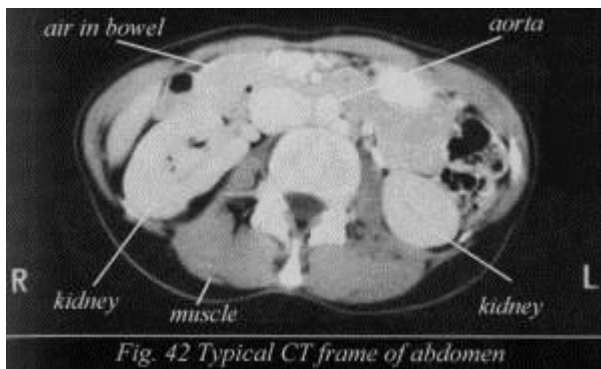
Imagen de CT Típico de abdomen
